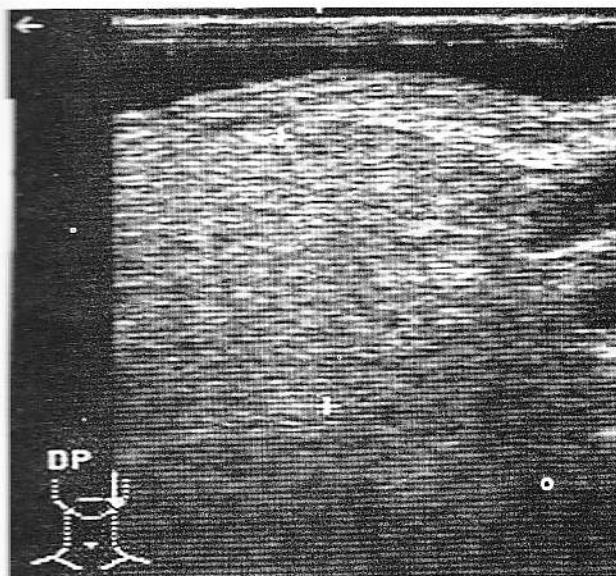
Imagine ecografică în parotidita cronică
